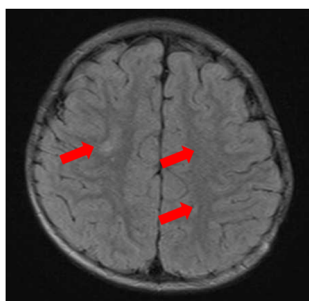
T2-wighted MR imaging at 8 days after hospitalization
